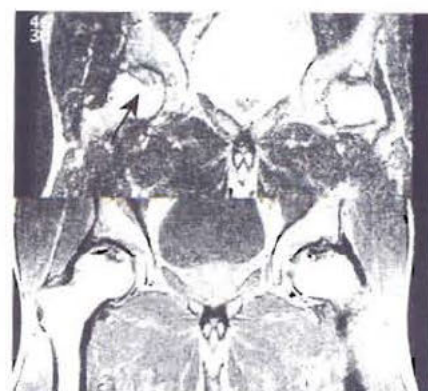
Nécrose aseptique - séquence T1 (figure du bas) et séquence T2 (figure du haut) en IRM. Liseré de bas signal situé de façon symétrique dans les deux têtes fémorales, quelle que soit la séquence, correspondant à la nécrose. Transformation kystique du segment séquestré, en hypersignal en séquence T2. Les anomalies de bas signal en IRM correspondaient à un aspect condensé sur le cliché standard.
